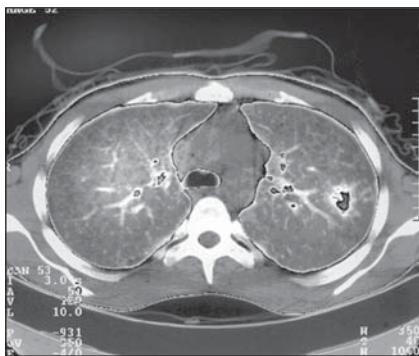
Контрольна комп'ютерна томограма легенів
